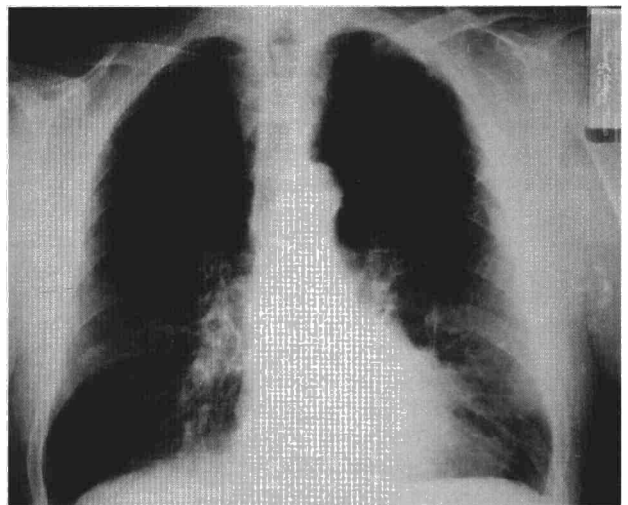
Radiografía posquimioterapia.
